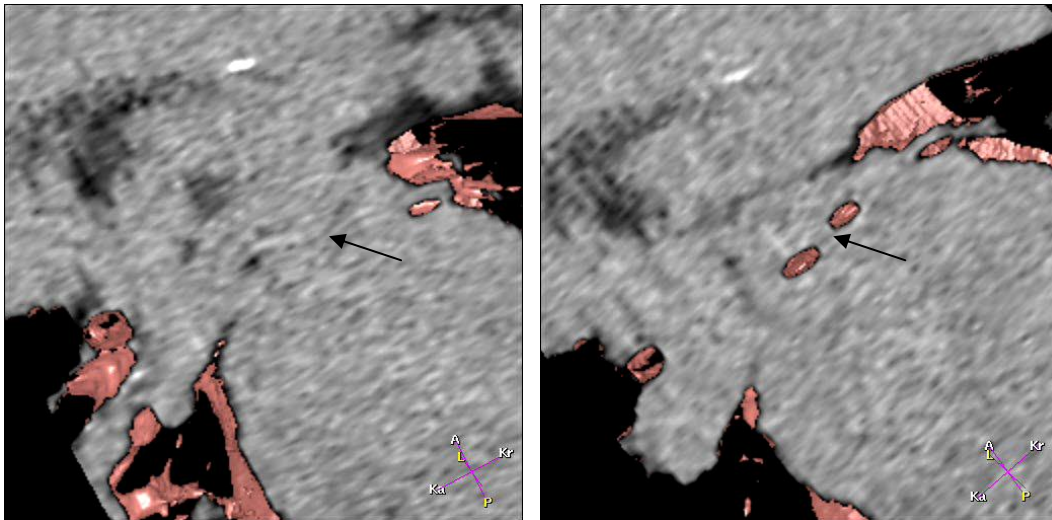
15: CT/VB-Hybrid-Darstellung durch die Stenose und unmittelbar distal davon; Patient Nr. 21
